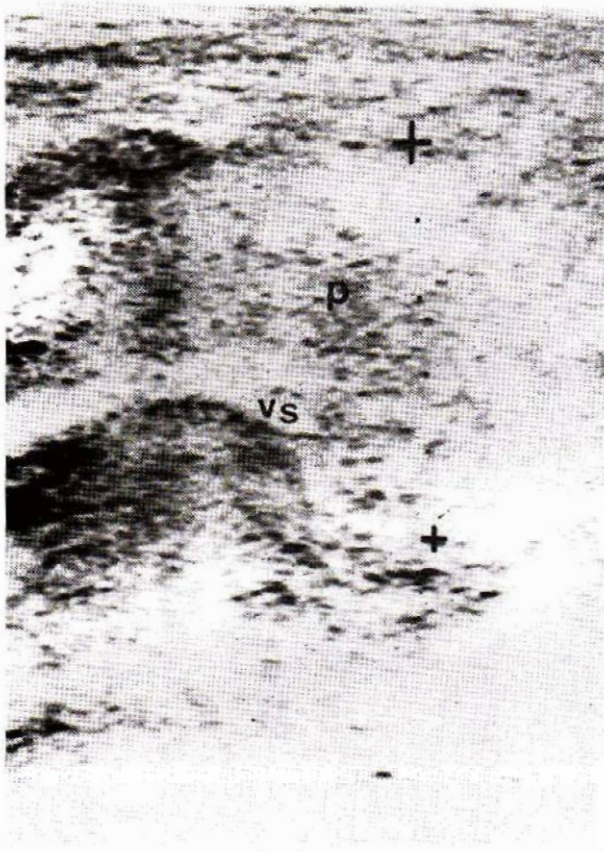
Coupe transversale ultrasonore : réduction et irrégularité du calibre de la veine splénique (VS) en arrière de la région corporelle pancréatique hypertrophiée (P). Aspect concordant sur le retour veineux splénique en angiographie.
